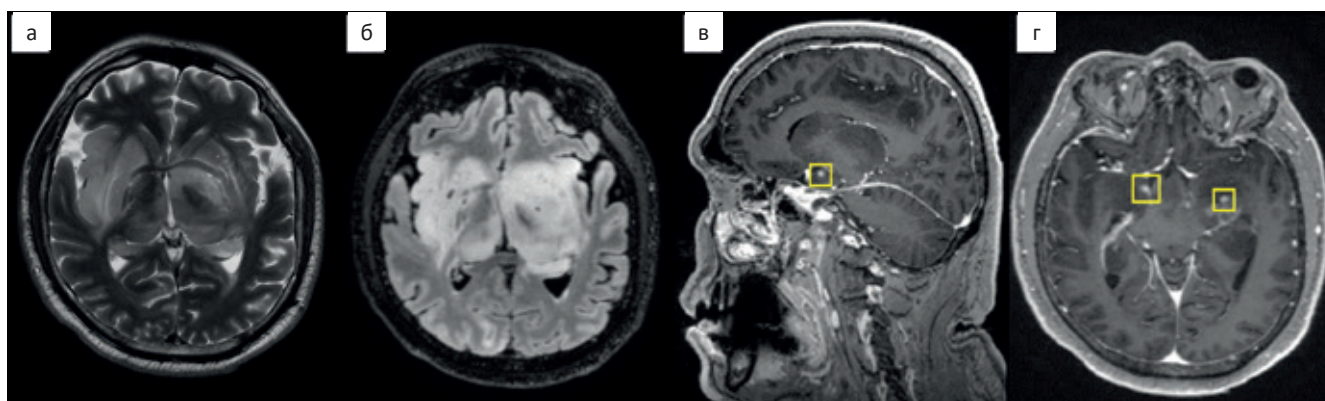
МРТ головного мозга, проведенное через 1 мес после предыдущего исследования. На МРТ-изображениях в режиме T_2 (А) в аксиальной проекции, T_2 FLAIR (Б) отмечается нарастание масс-эффекта и латеральной дислокации структур головного мозга вправо. В режиме T_1 после внутривенного введения контрастного вещества в сагиттальной (В) проекции, и аксиальной проекции (Г), отмечаются нодулярные участки накопления контрастного препарата в правой парагиппокампальной области («новый» участок) и в области левого гиппокампа (ранее выявленный участок накопления контрастного препарата)
